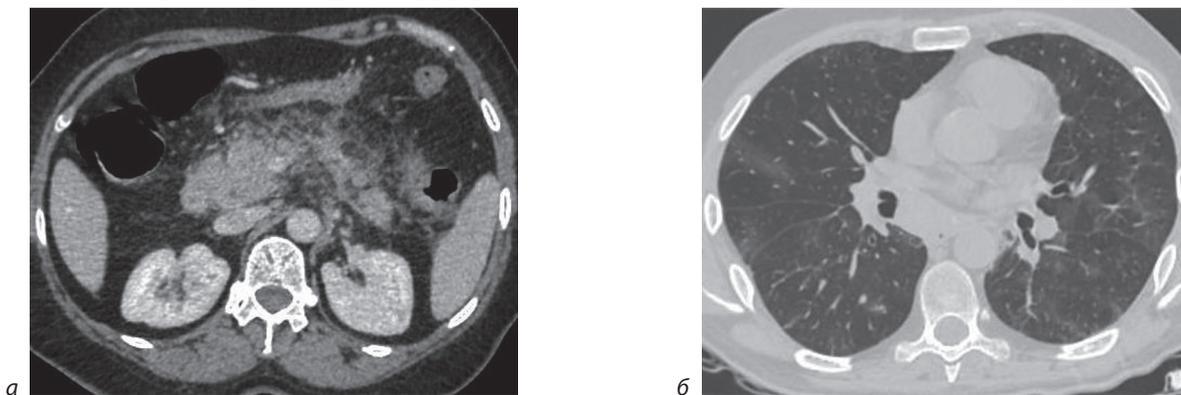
Мультисрезовая компьютерная томография органов брюшной полости и забрюшинного пространства с контрастным усилением (венозная фаза контрастирования): а – отмечается увеличение размеров головки поджелудочной железы, а также тяжистость и отечность парапанкреатической клетчатки; б – в легких отмечается трансформация зон консолидации в резидуальное «матовое стекло»
